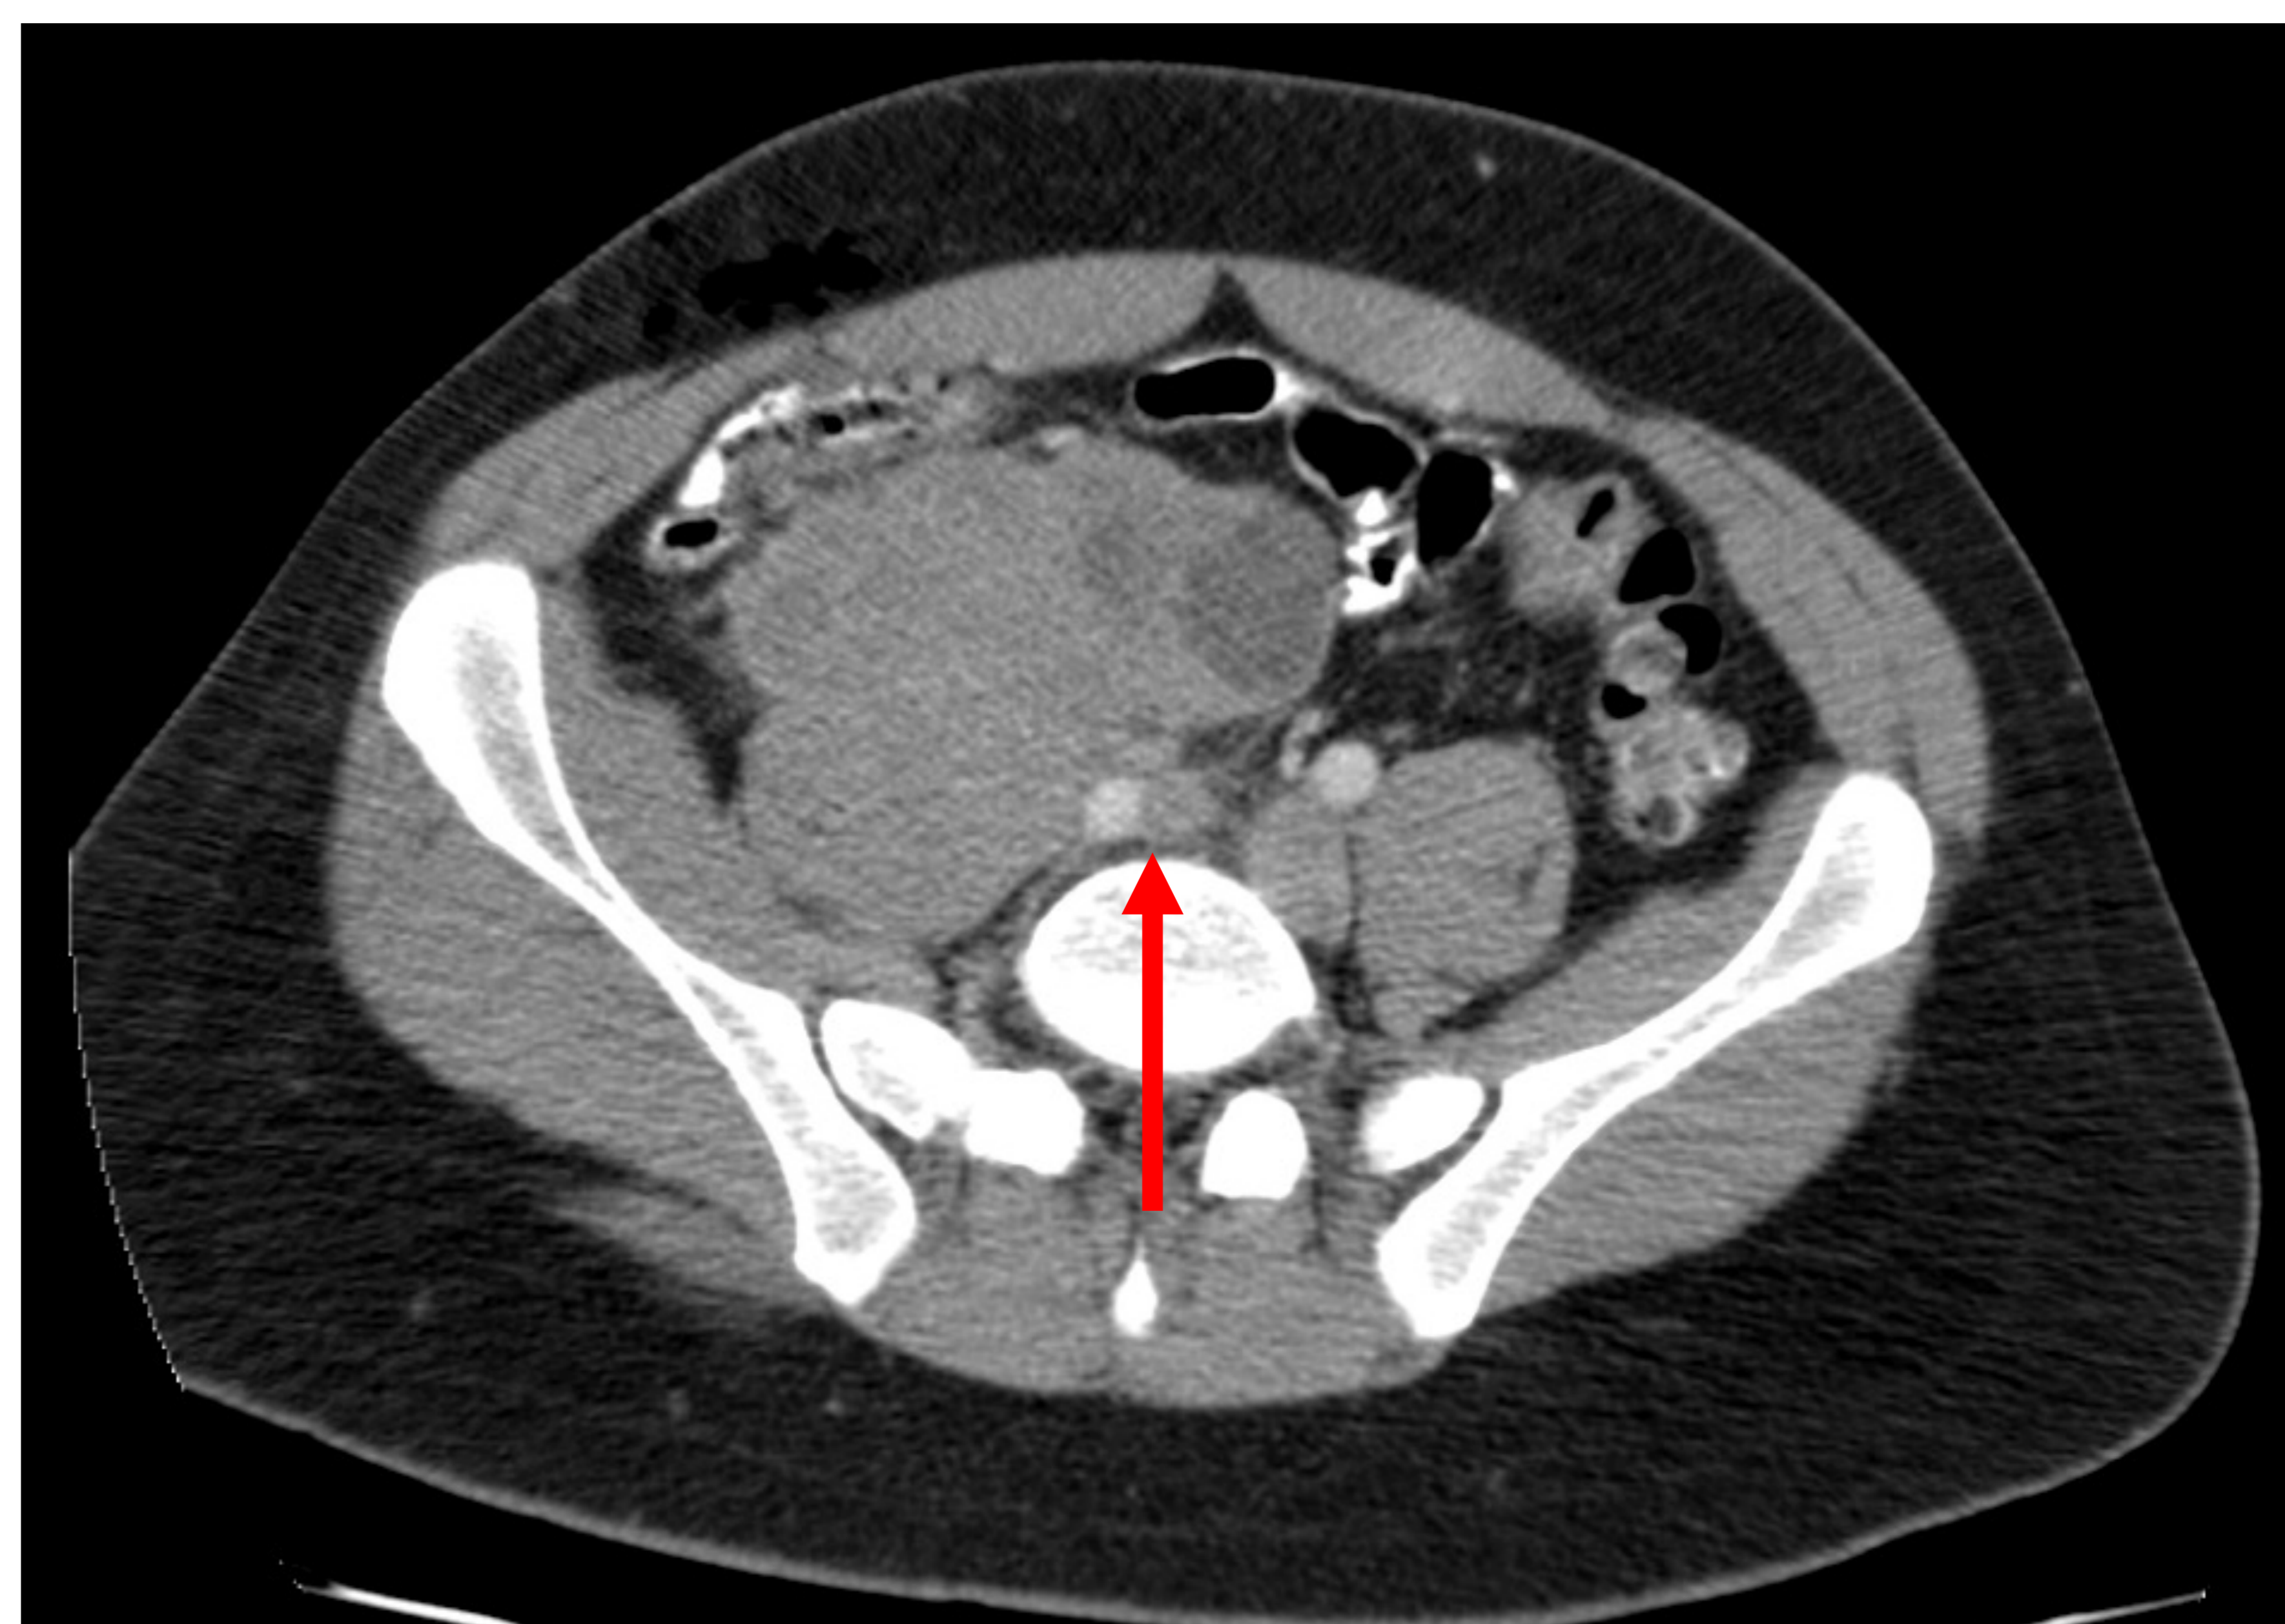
TC en cortes coronal (A) y axial (B) correspondiente a varón de 27 años con masa heterogénea polilobulada de hasta 20 cm con signos de agresividad: infiltración de la musculatura ilio-psoas y los vasos ilíacos externos (flecha roja). AP: rhabdomyosarcoma
